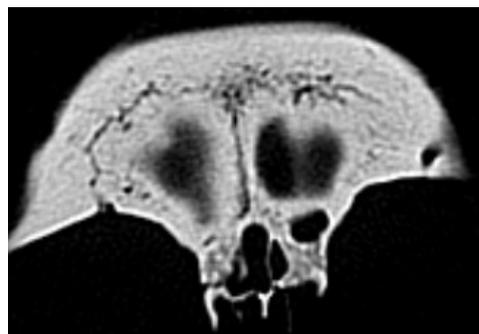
CT von Socotra 28. Stirnnaht in der coronaren Ebene.
